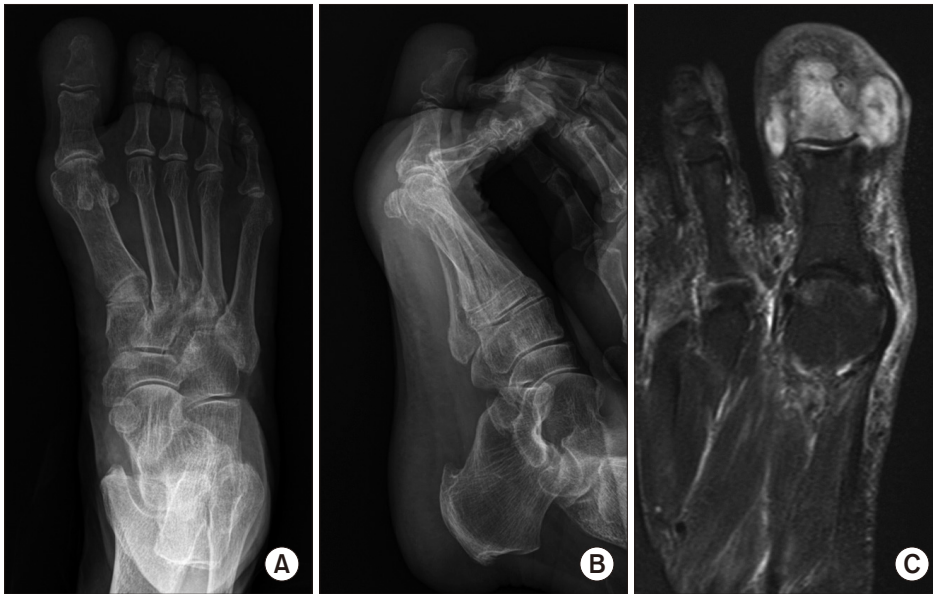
Right foot anteroposterior (A) and lateral (B) radiographs show mild osteolytic lesion on the 1st distal phalanx. T2-weighted axial magnetic resonance imaging (C) shows hypersignal intensity on the 1st distal phalanx and suspicious of abscess formation around it, compatible with osteomyelitis.
